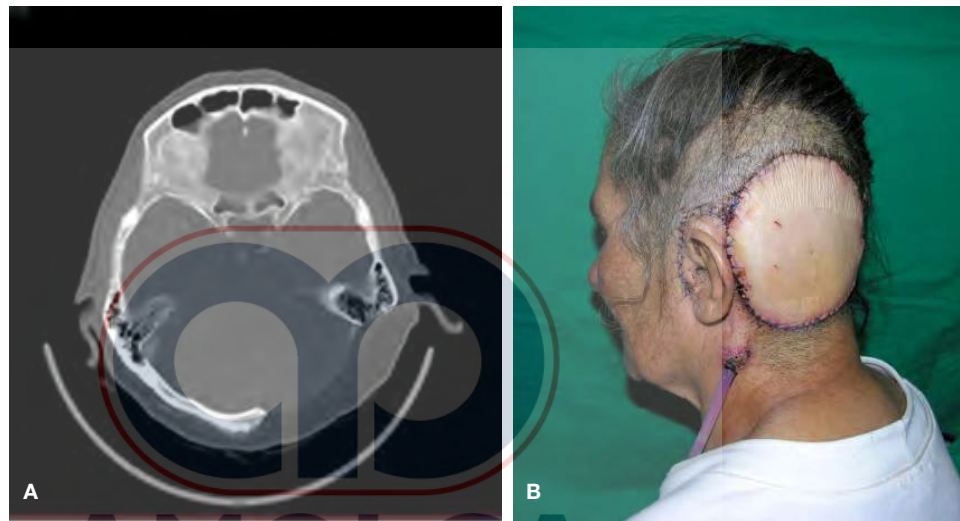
A) Ausencia del esqueleto en la fosa posterior, la imagen TAC muestra el encéfalo cubierto con un colgajo de dorsal ancho. B) Cierre primario del defecto con la isla de piel.
